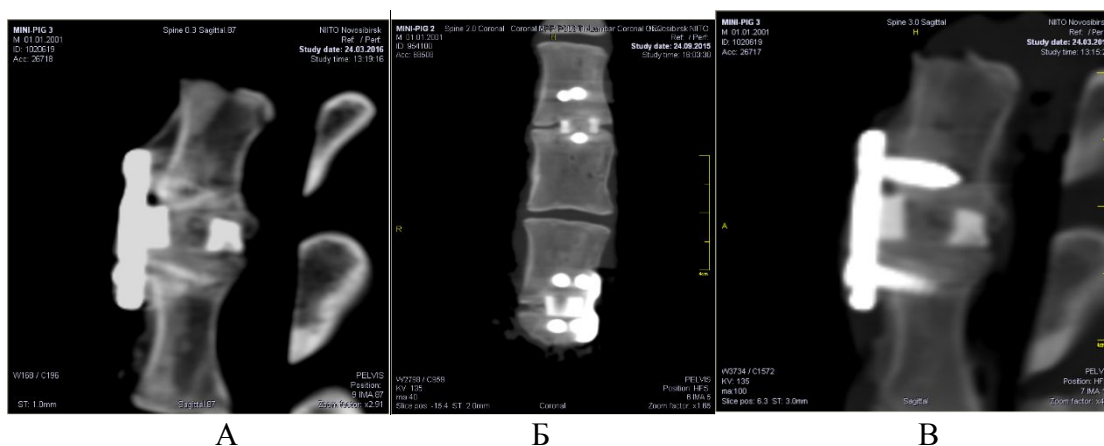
МСКТ контроль блока позвонков через 3 мес. после операции:
